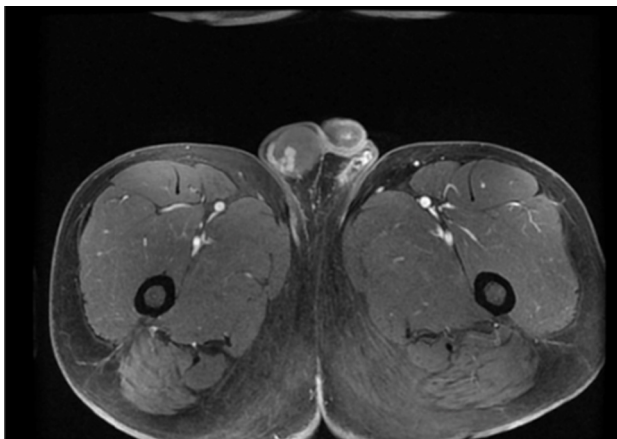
Imagen de resonancia magnética en corte axial en T1 donde se observan áreas hiperintensas que infiltran el testículo derecho.
